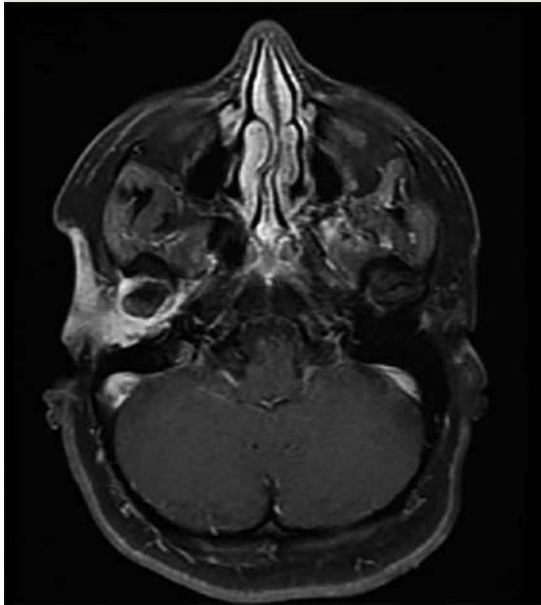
Resonancia magnética en T1 con gadolinio, a nivel de la articulación temporomandibular, donde se observa un tumor que realza con medio de contraste que evidencia el daño de la misma.
